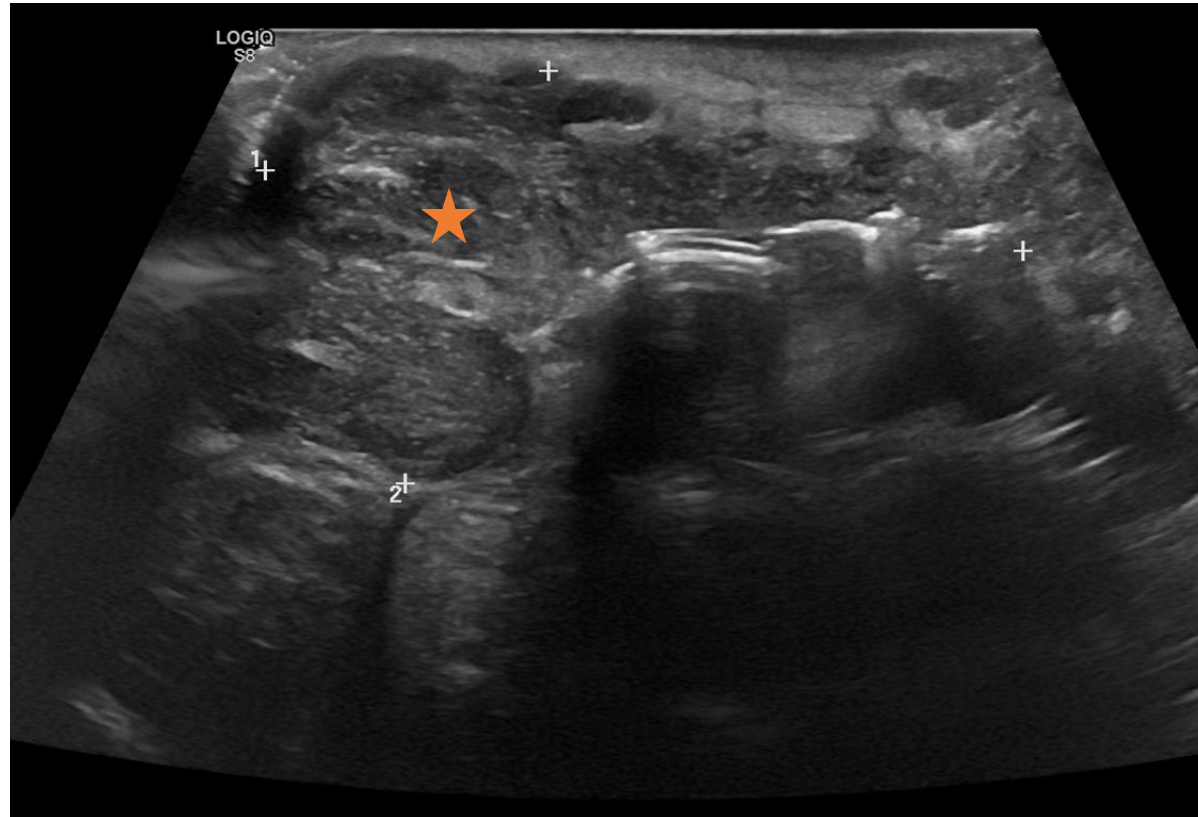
Ecografía cervical donde se observó una masa heterogénea y mal delimitada. Se realizó una biopsia de aguja gruesa.
